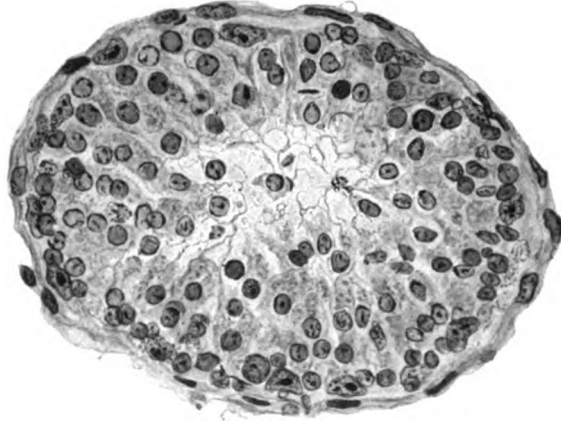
Stadium VI der Röntgendepopulation des Hodens aus einem einmal mit 1 H.E.D. bestrahlten Kaninchen (Prot. Nr. 4, r.). Haematox. Eosin, Zeiß, KO. 5 ×, Ap. 90. Wandbelag aus Sertolizellen und Spermiden bestehend, die bis auf die Membrana propria vorgerückt sind.
